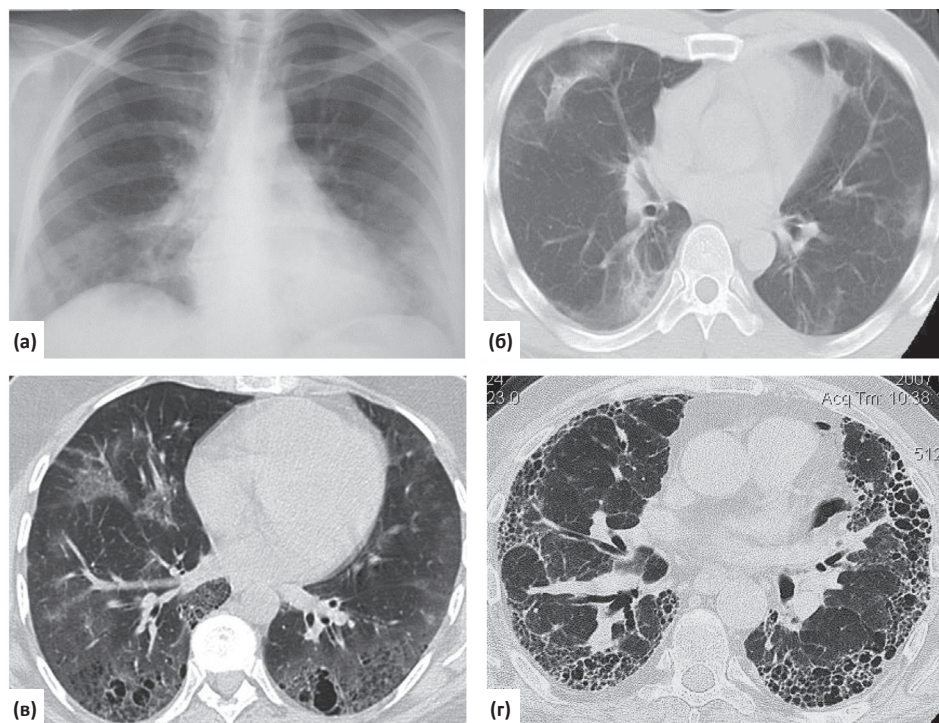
Этапы перестройки легочной ткани у больных с ОИП. (а) – типичная рентгенограмма легких; (б) – компьютерная томограмма. Фаза интерстициального фиброза без формирования «сот»; (в) – КТ-картина формирования «сотового легкого»; (г) – компьютерная томограмма «сотовое легкое», легочная гипертензия
